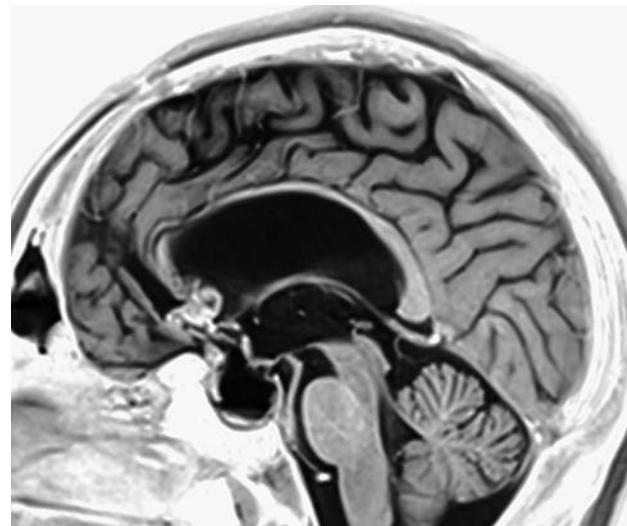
МРТ (сагиттальный срез, изображение view inverse): через 3 года после третьей операции и 2,5 года после лучевой терапии. Коллапс супраселлярного компонента кисты, уменьшение размеров эндоселлярного компонента (кистозная трансформация эндоселлярного солидного компонента), расправление III желудочка
